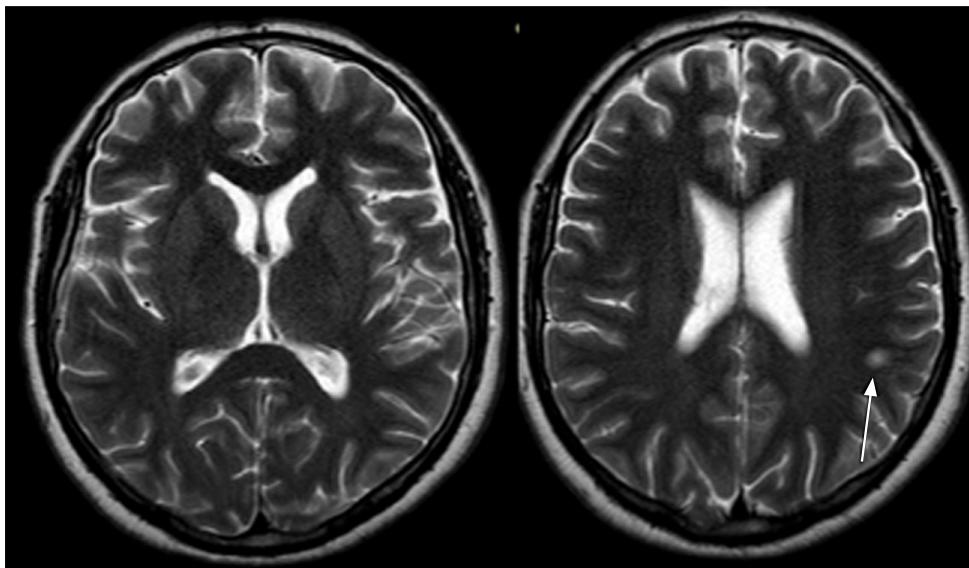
Resonancia nuclear magnética cerebro con contraste endovenoso. Control intra-tratamiento. Se observa en secuencia T2 franca mejoría del tamaño de las lesiones, persistiendo imagen nodular paraseptal derecha.
